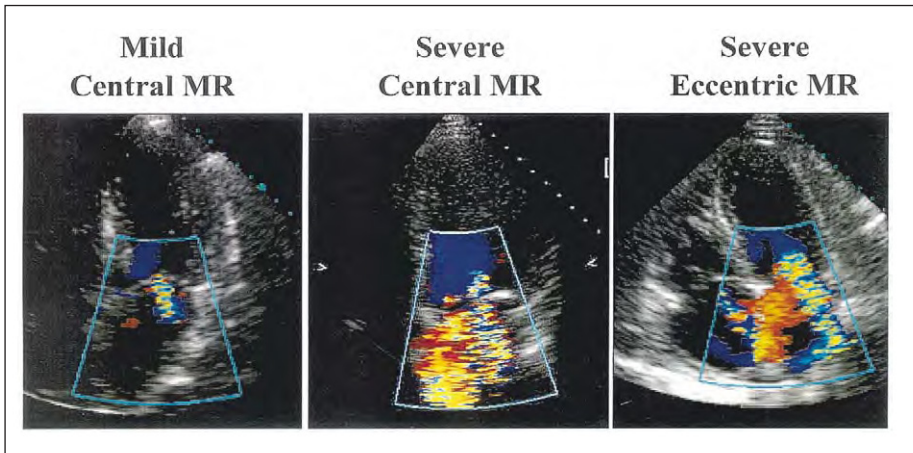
Exemples d'insuffisance mitrale (IM) en Doppler couleur; vue apicale. Le cas d'insuffisance légère n'a pas de convergence du flux, une surface du jet minime. A l'opposé, le cas d'IM sévère a une convergence du flux proéminente et une surface du jet étendue. L'exemple d'IM sévère excentrique a un petit jet qui jouxte la paroi de l'oreillette gauche mais une convergence du flux proéminente et une large vena contracta.
